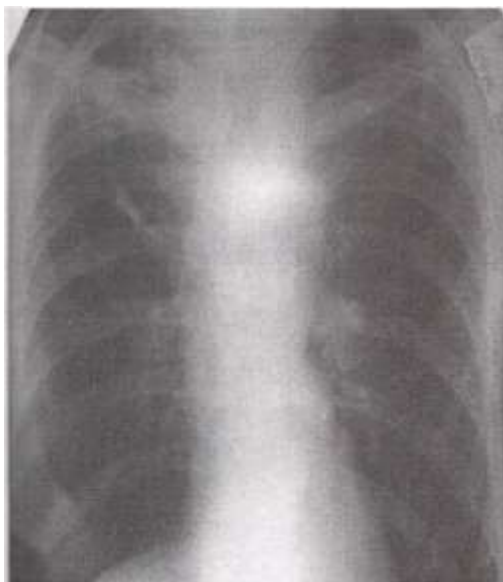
Оглядова рентгенограма хворого К. до операції
